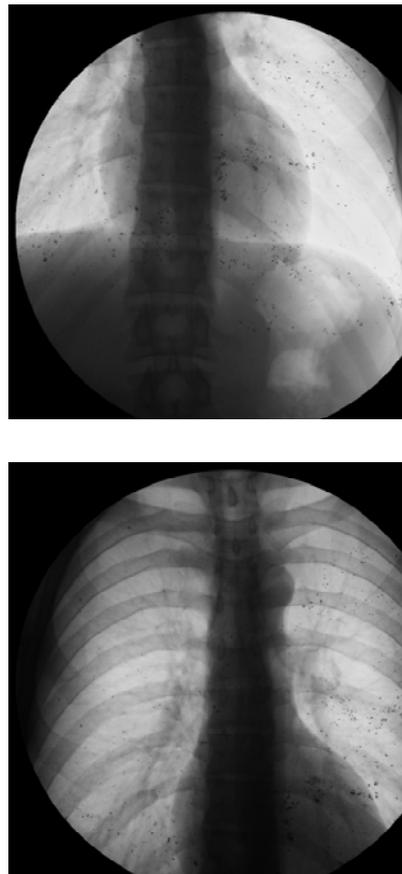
Chest X-Ray film (29.11.2012) – Anterior-Posterior projection
